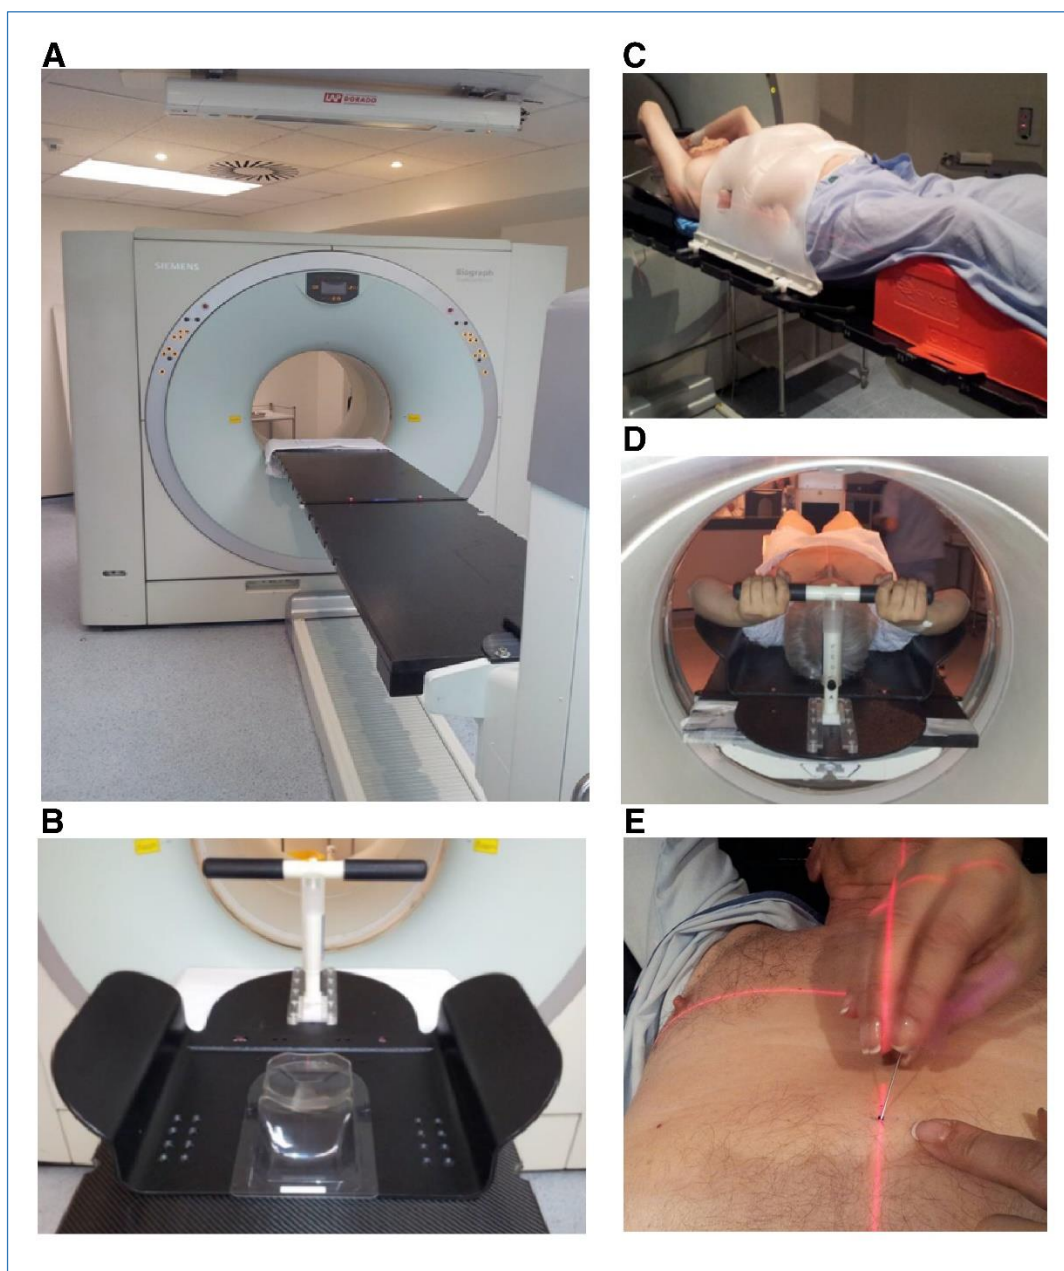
Equipamiento utilizado para la adquisición PET-TAC de planificación. A- PET-TAC con sistema láser externo y mesa plana de carbono. B, C, D- Sistemas de fijación e inmovilización. E- láser y tatuaje en la intersección de las coordenadas.
